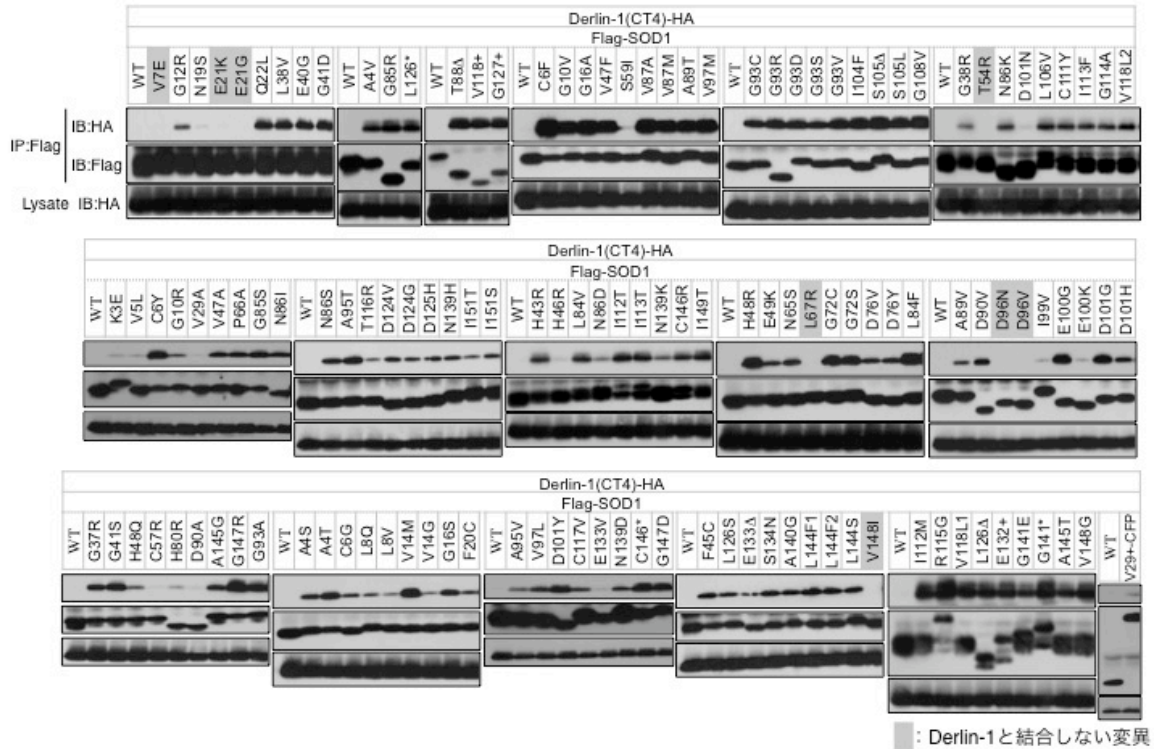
132 種類の変異型 SOD1 と Derlin-1(CT4)の結合の検討
